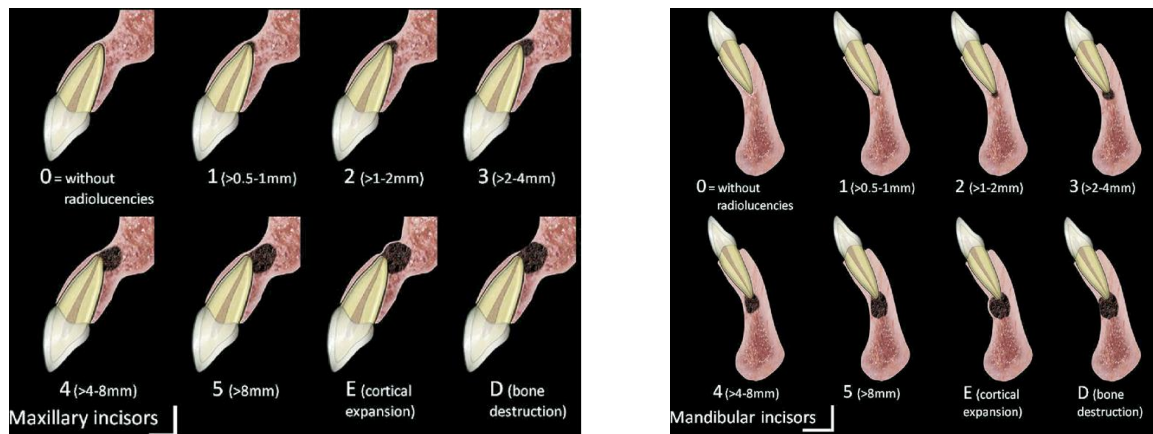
« PERIAPICAL INDEX » [18].
